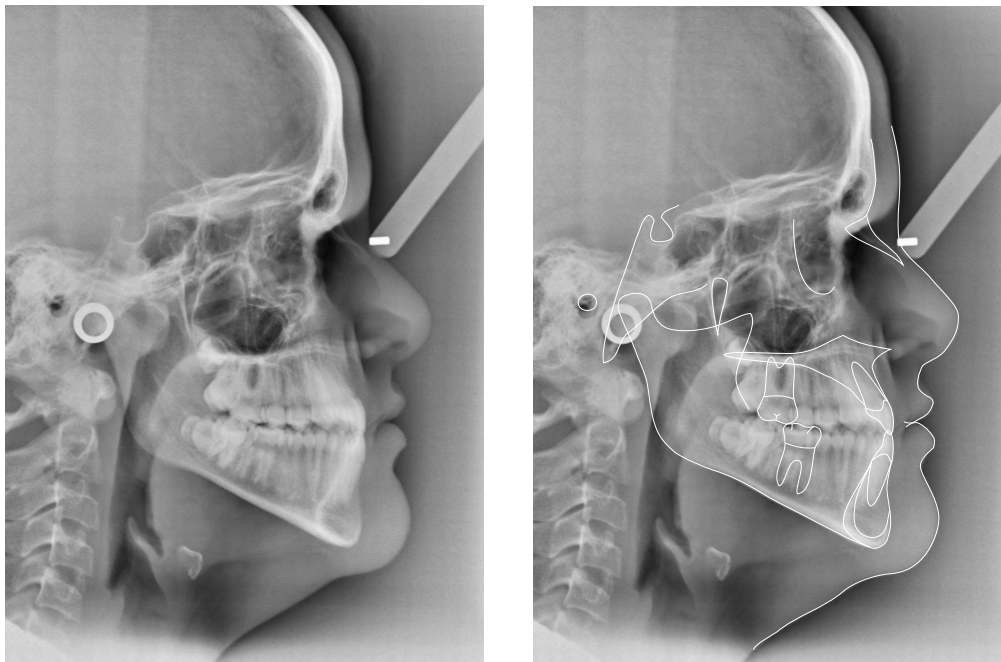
Telerradiografía lateral de cráneo con su correspondiente trazado cefalométrico
